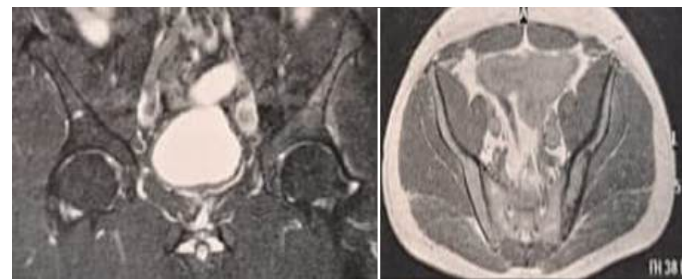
Ressonância magnética da pelve cortes coronal em T2 e axial em T1 evidenciando lesão óssea na hemipelve esquerda.
